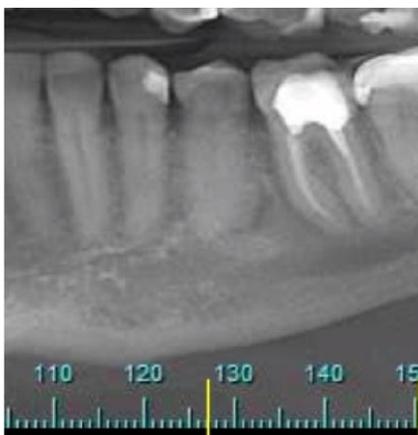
Aspecto tomográfico inicial evidenciando a extensão da lesão periapical.
